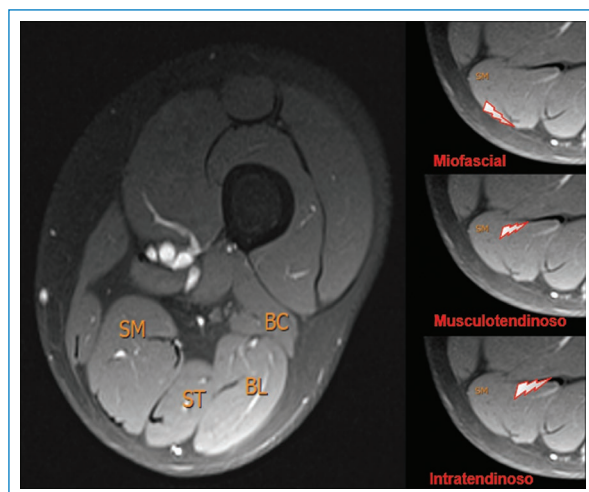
RM de muslo derecho: axial FS. Ilustración de isquiotibiales y sitio anatómico de lesión muscular. SM: semimembranoso; ST: semitendinoso; BL: bíceps femoral cabeza larga; BC: bíceps femoral cabeza corta.
